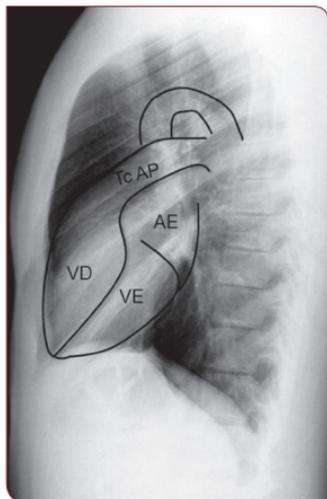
Radiografia de tórax normal.
